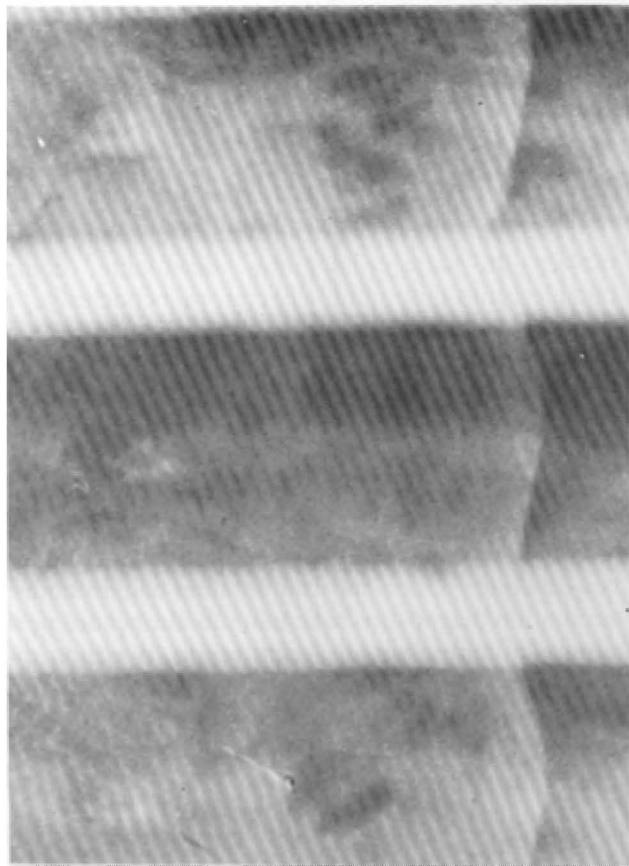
Caso n^o 1. Tomografia: cálculo ureteral.
